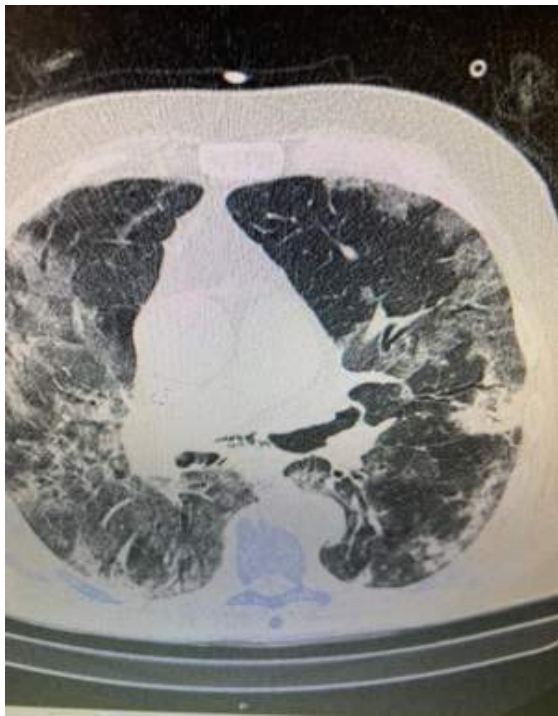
Tomografia computadorizada (TC) do torax. condensação nas bases pulmonares em paciente com SARS por COVID-19.
